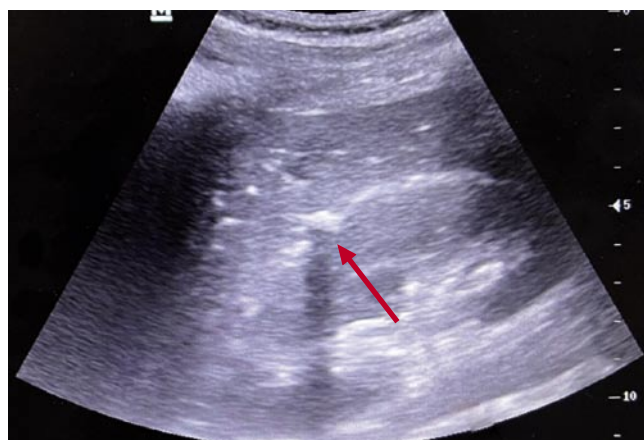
УЗИ живота. Инородное тело в паренхиме печени.
